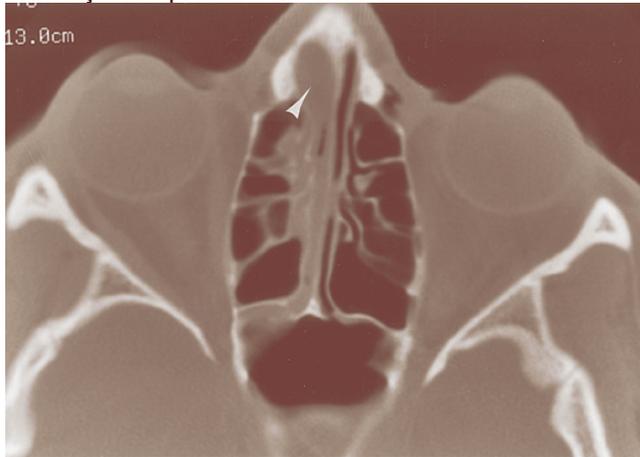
TC de seios paranasais demonstrando meningoencefalocele (seta branca)
